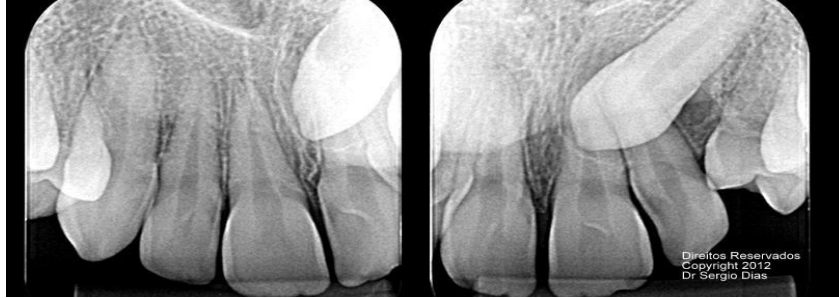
Radiografia periapical de canino incluído.
